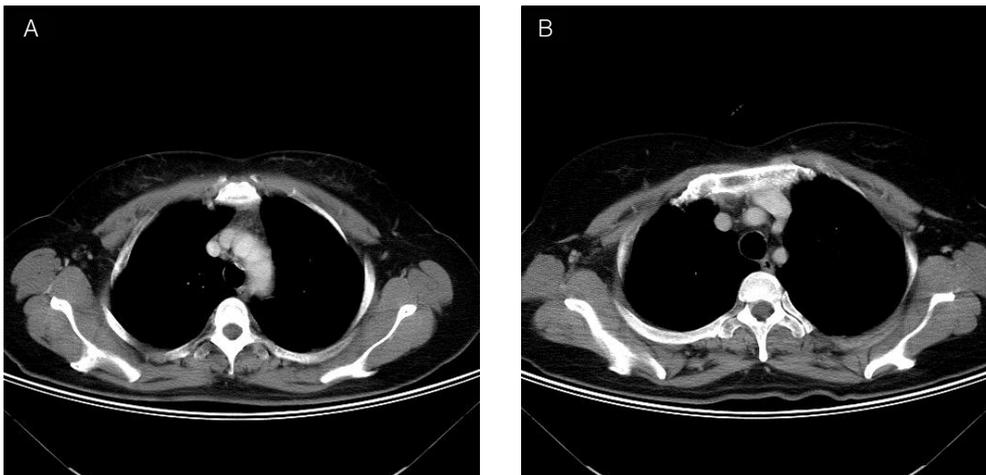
chest CT scan shows thickened and linear wall on anterolateral portion of the trache (A, B).
